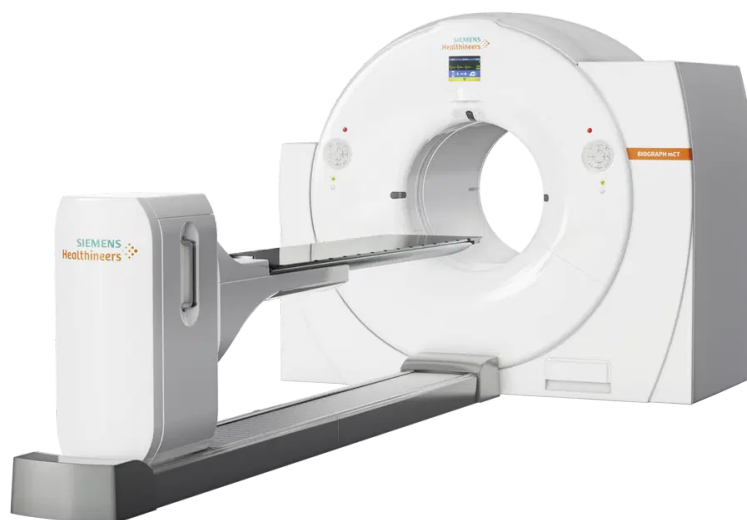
Pet-CT Siemens Biograph mCT
